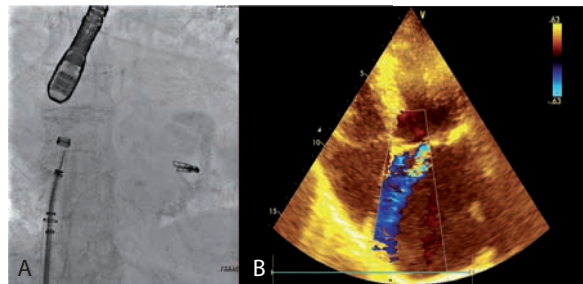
a) Clip liberado y sistema de liberación del clip (CDS) retraído por dentro de la vaina deflectable. b) Eco-Doppler seguimiento a 6 meses: jet regurgitante de alta velocidad que no alcanza la mitad de la aurícula.
